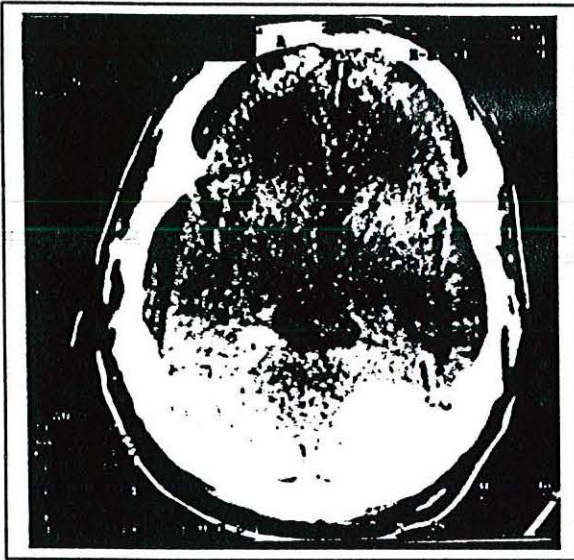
Corte axial de TAC de cráneo. Se muestra disminución del volumen del lóbulo temporal izquierdo.
